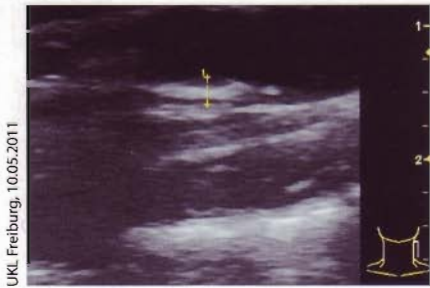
Karotissonografie. Intima-Media-Dicke im Bereich der A. carotis communis (ACC) rechts 0,7 mm, links 0,8 mm (Grenzbereich bis 0,8 mm).
